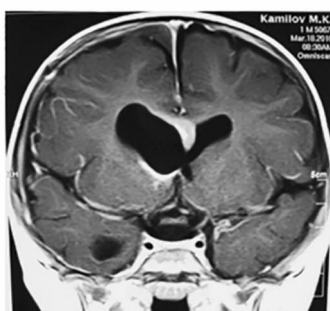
Clinically asymptomatic tumor of the septum pellucidum: above – 6-month-old infant on the left, neurosonography on the right, below – MRI scans obtained over time.
